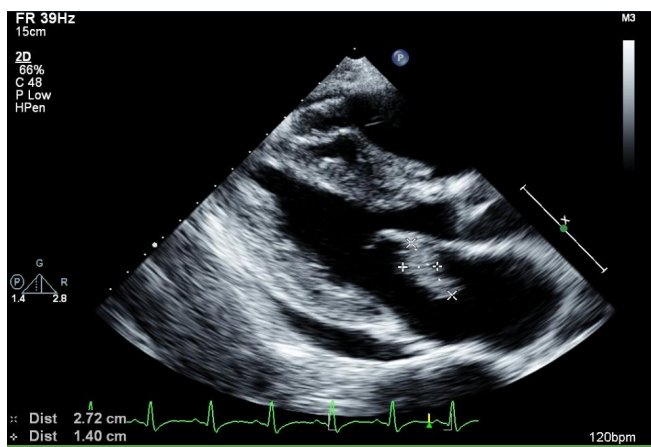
Parasternal long-axis view of transthoracic echocardiography. 2.7×1.4 cm sized vegetation is noted on the anterior mitral valve leaflet.
